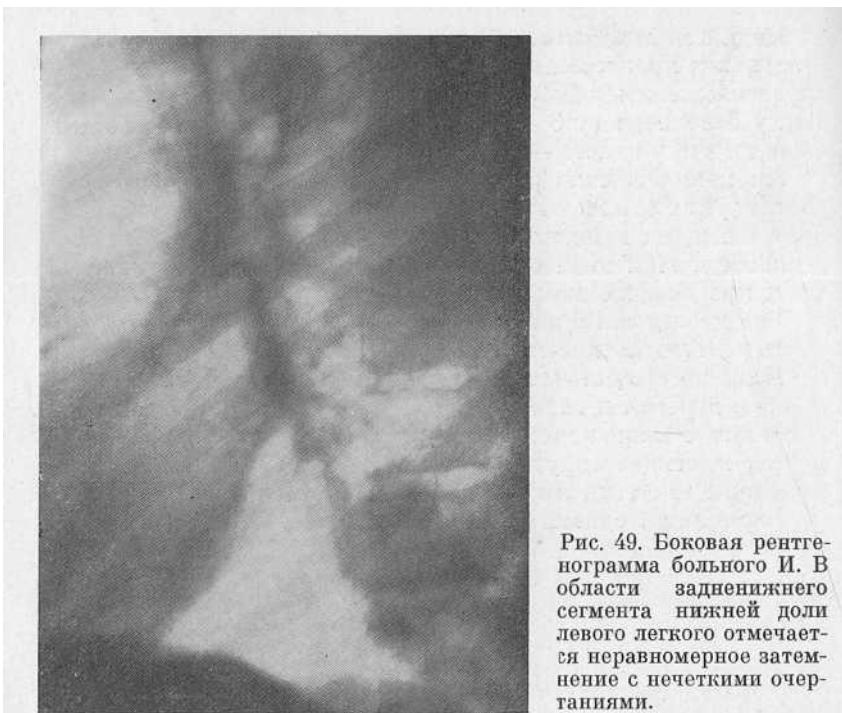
Боковая рентгенограмма больного И. В области задненижнего сегмента нижней доли левого легкого отмечается неравномерное затемнение с нечеткими очертаниями.
